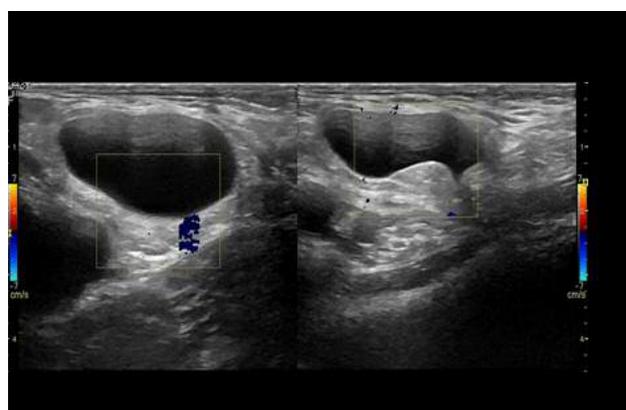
Ecografía inguinal donde se observa lesión quística de 3,3 cm.
